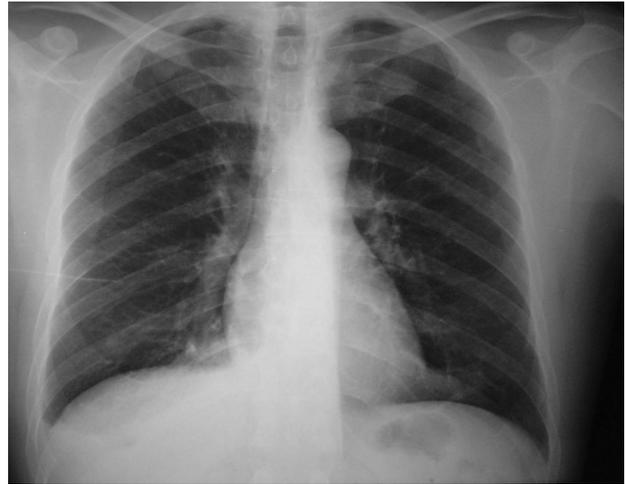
Radiographie du thorax : opacité mal limitée de la base pulmonaire droite.
